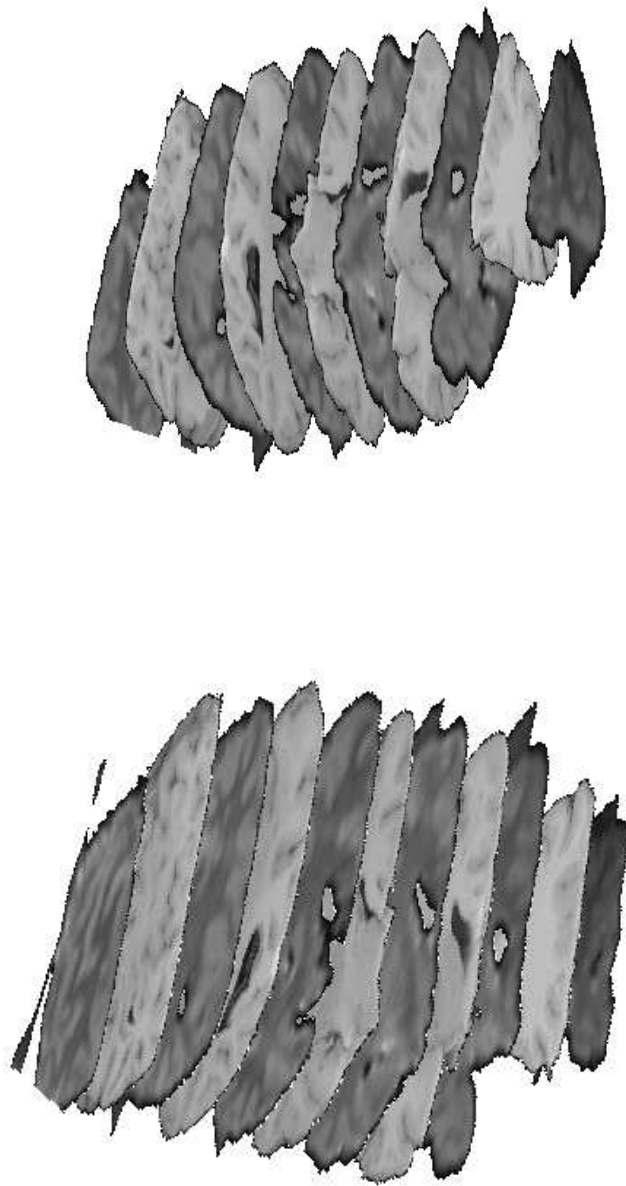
Deux vues en perspective représentant un entremêlement de l'image IRM pondérée en DP après recalage affine et du bloc optique reconstruit. L'entremêlement commence avec une coupe de l'image IRM.
